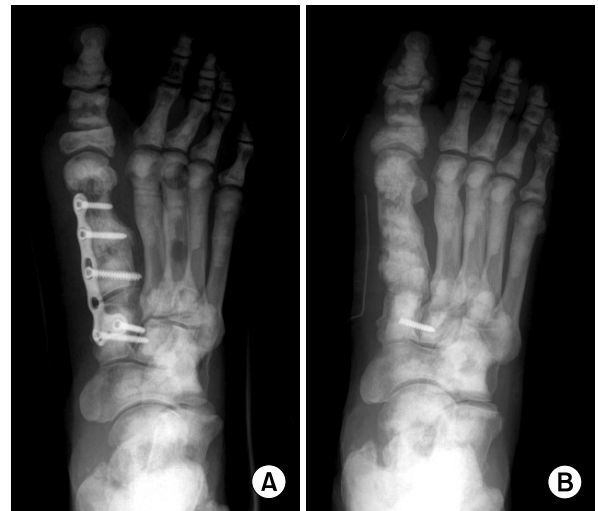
(A) At postoperative anteroposterior radiograph, distal metatarsal articular angle, hallux valgus angle and intermetatarsal angle were corrected well by using plate and screws. (B) At 30 weeks after reoperation, this anteroposterior radiograph shows complete bony union at osteotomy site, maintenance of corrected angles and breakage of a proximal screw.
